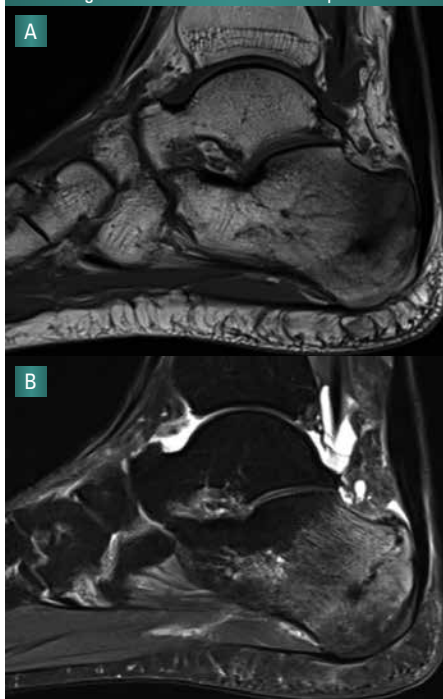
MRI. Sagittale T1-gewogen opname van de linkervoet (A) toont een hypo-intense fractuurlijn (pijlen) met uitbreiding in de superoposterieure cortex, omgeven door beenmergoedeem (sterren). Sagittale T2-gewogen opname met vetonderdrukking (B) toont hyperintense botoedeem (sterren) met een hypo-intense fractuurlijn (pijlen).
